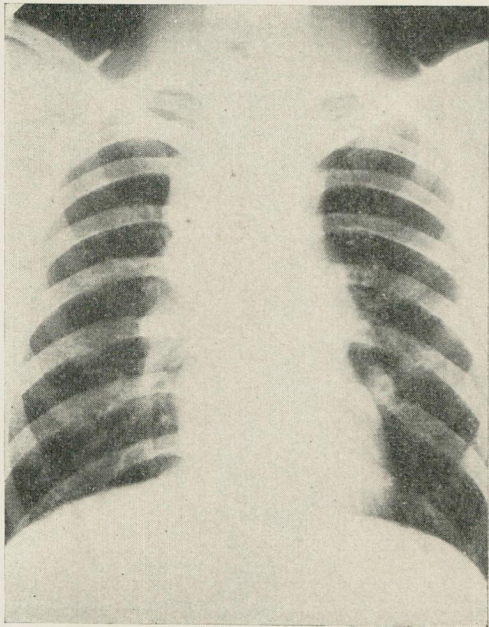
Radiografia de manifestação mediastínica de linfoma. Caso de doença Hodgkin (Reg. S.N.C. 19.777).
